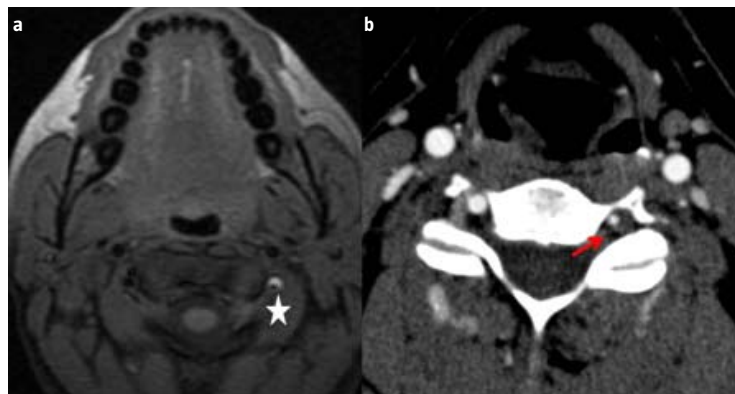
a) Resonancia magnética craneal en secuencia de supresión grasa que muestra la imagen típica de semiluna de la disección en este caso vertebral, con el hematoma mural agudo hiperecoico (asterisco); b) Angiotomografía de troncos supraaórticos que muestra la asimetría entre ambas arterias vertebrales, con el signo de la diana en la arteria vertebral izquierda, típico de disección arterial (flecha).
